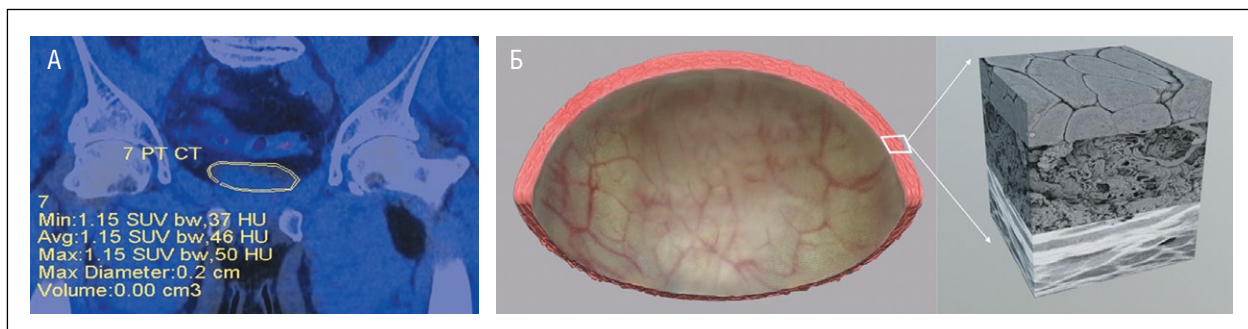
А – ПЭТ/КТ тропность стенки мочевого пузыря к 11С-холину в пределах нормы. Б – цистоскопическая 3D-реконструкция по данным смотровой цистоскопии и ультраструктурная 3D-реконструкция стенки мочевого пузыря с увеличением в 6000 раз при отсутствии патологического процесса.
